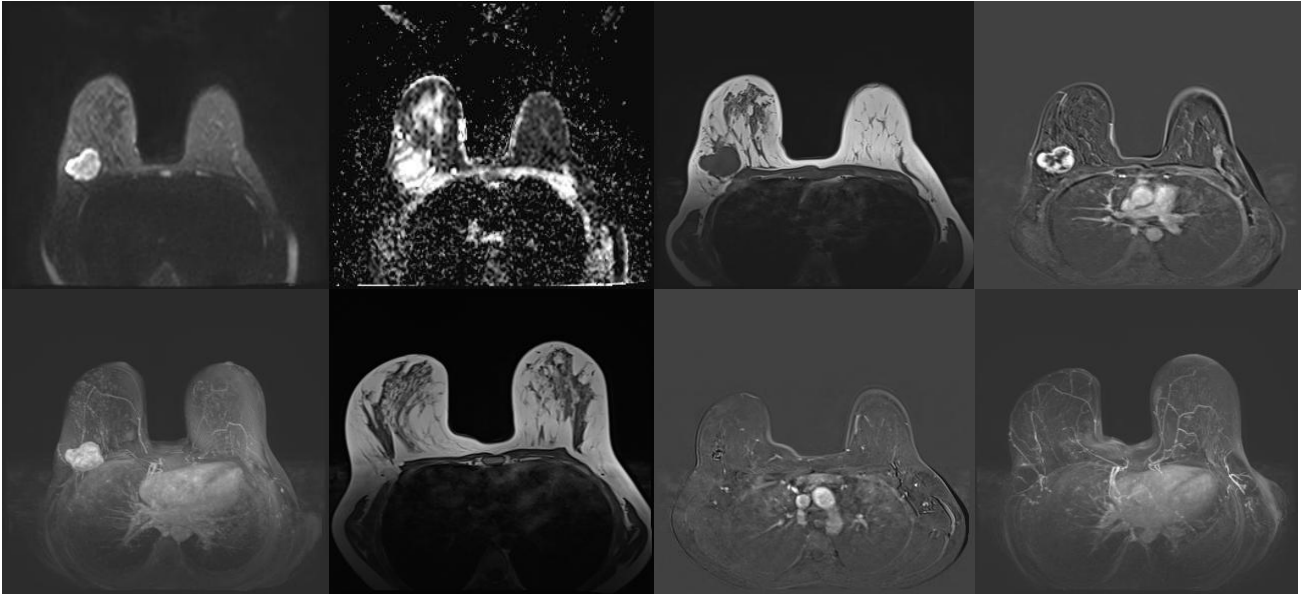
Radyolojik-patolojik uyumsuz hastanın MRG kesitleri. Memedeki kitlesinden tru-cut biyopsi sonrası invaziv karsinom, NST tanısı alan 43 yaşında kadın hastanın, tanı anındaki (a,b,c,d,e) ve NAK sonrası kontrol (f,g,h) dinamik meme MRG aksiyel kesitleri görülmektedir. Difüzyon MRG' de (a) sağ meme saat 11-12 hizasında, posteriorda yerleşimli kitlenin ADC' de (b) karşılığı görülen difüzyon kısıtlanması bulgusu izlenmektedir. Kitle T1A yağ baskısız sekansta irregüler konturlu ve şekilsiz olarak görülüyor (c). Kontrast sonrası erken arteriyel substrakte imajda kitlenin heterojen karakterde kontrastlandığı izlenmektedir (d). NAK sonrası MRG' de T1A yağ baskısız sekansta (f) kitlenin tamamen kaybolduğu anlaşılmaktadır. Ayrıca postkontrast substrakte (g) ve MİP imajda (h) da radyolojik tam yanıtla uyumlu olarak primer kitle lojunda kontrast tutulumu bulunmamaktadır.
